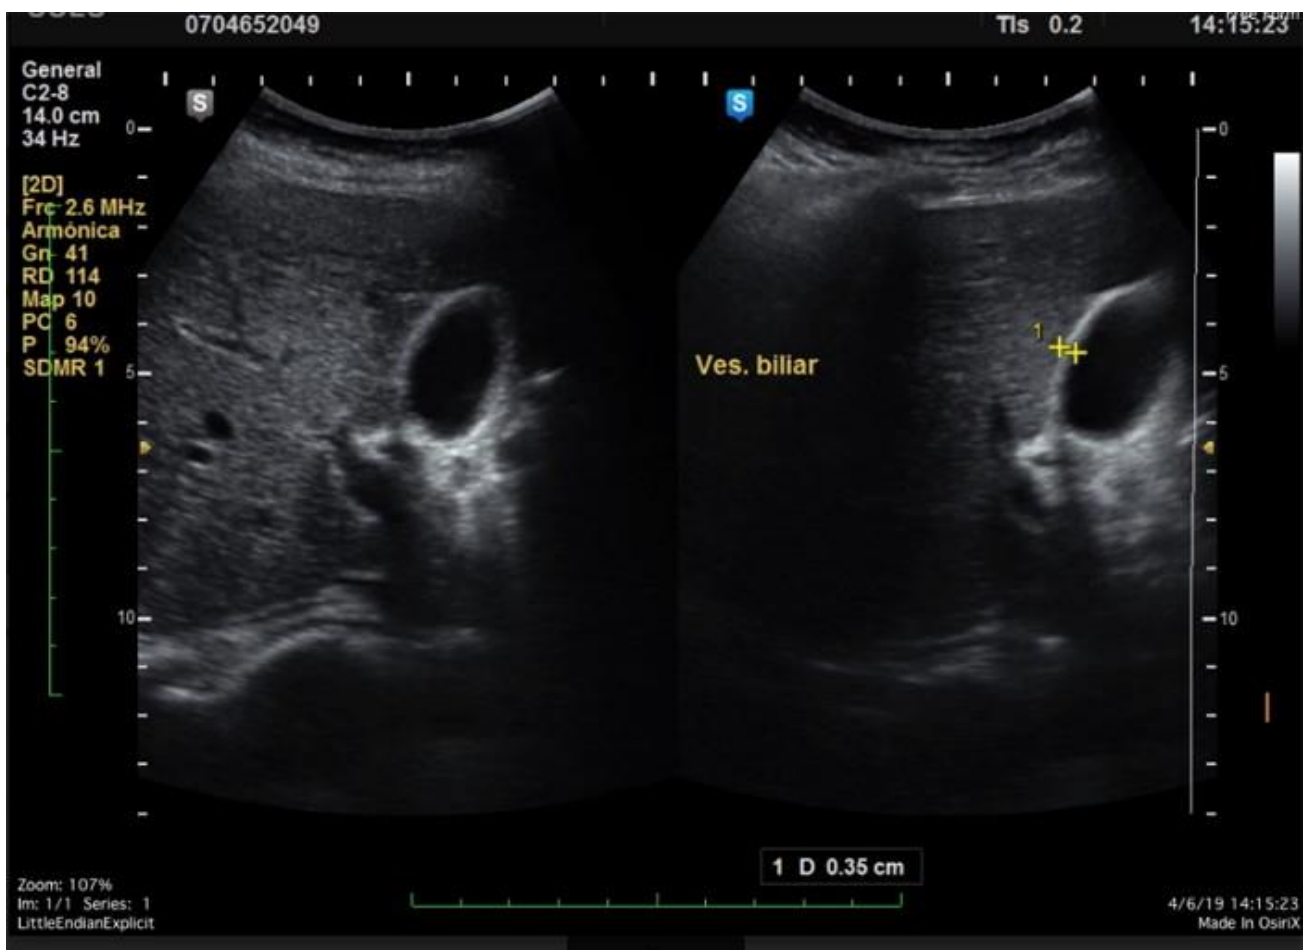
Ecografía abdominal superior-Vesícula biliar:
